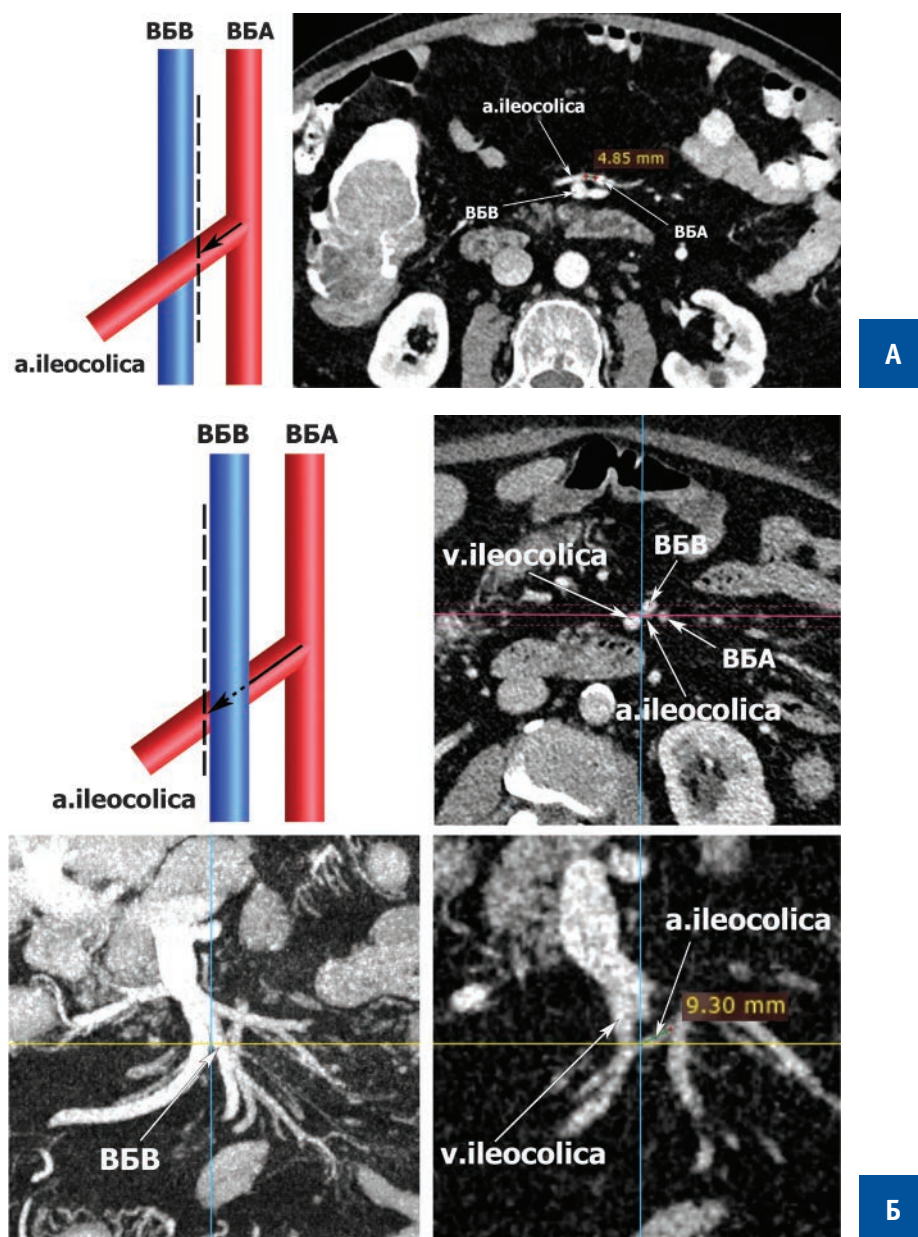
А) Измерение ожидаемой длины культи подвздошно-ободочной артерии по данным КТ при ее вентральном расположении относительно ВБВ (аксиальная реконструкция); Б) Измерение ожидаемой длины культи подвздошно-ободочной артерии по данным КТ при ее дорзальном расположении относительно ВБВ (аксиальная, МIP- и коронарная реконструкции). ВБВ — верхняя брыжеечная вена, ВБА — верхняя брыжеечная артерия, а.ileocolica — подвздошно-ободочная артерия
